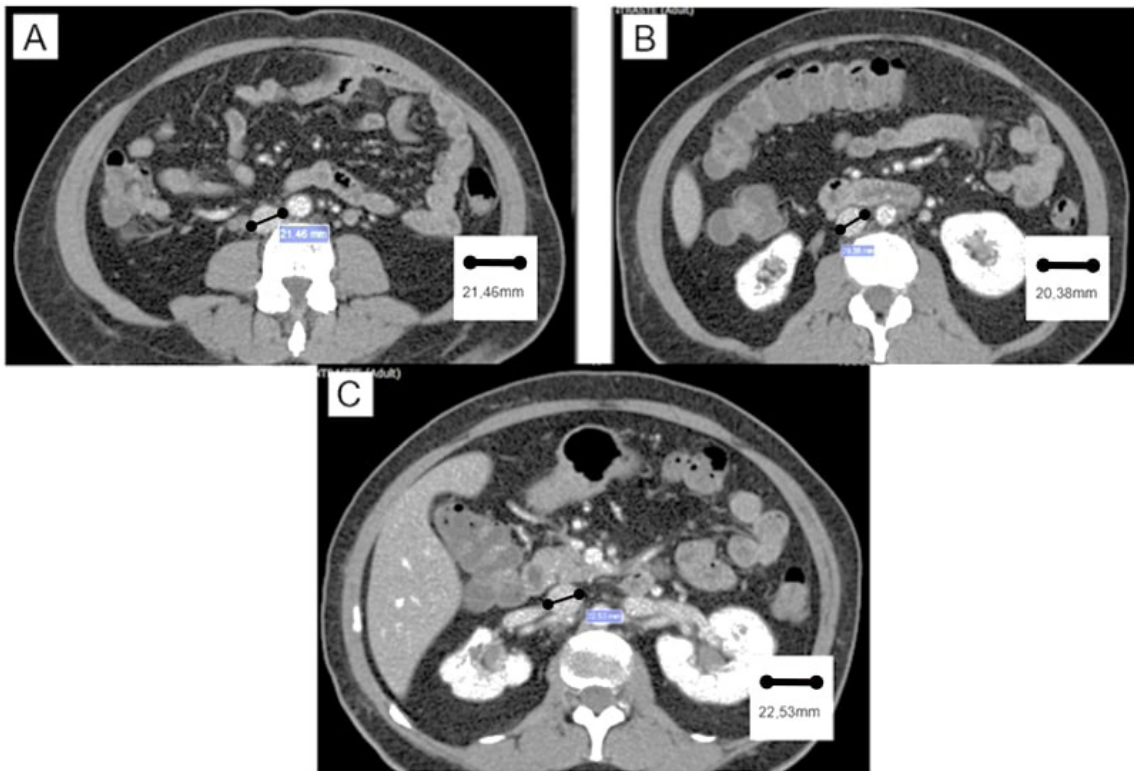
Medição dos pontos através da tomografia computadorizada. (A) Medida do ponto caudal; (B) medida do ponto médio; e (C) medida do ponto cranial.
